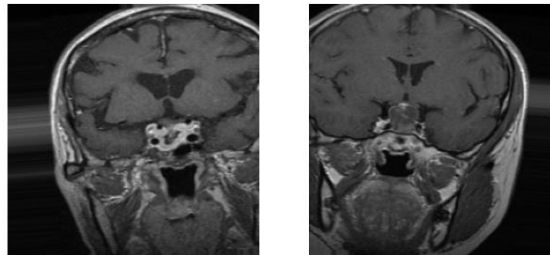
Contoh citra MRI untuk masing-masing kelas pada dataset.
